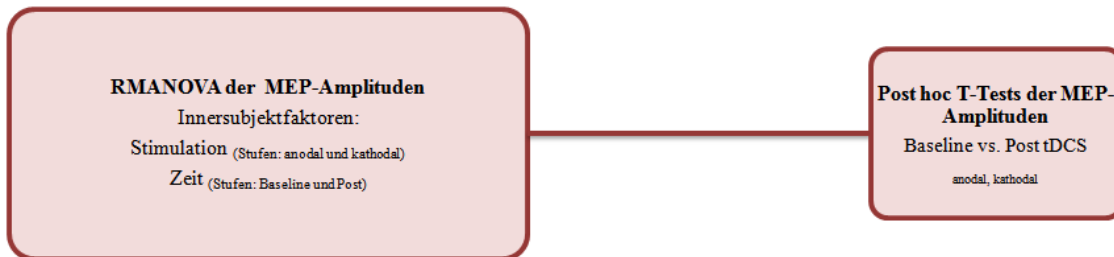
Statistische Berechnung der Effekte der MI-tDCS auf die MEP-Amplituden: Bei signifikanter Interaktion „Stimulation x Zeit“ der RM-ANOVA wurden zwei separate T-Tests für gepaarte Stichproben (Baseline vs. Post tDCS für anodale und kathodale Stimulation) sowie ein T-Test zur Feststellung von Baselineunterschiede (Baseline Anodal vs. Baseline Kathodal) berechnet.
